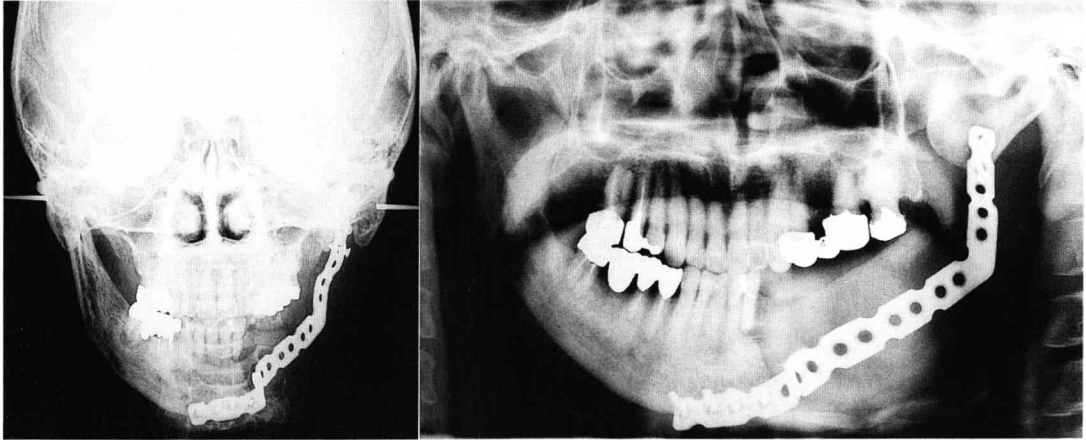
Postanterior and panoramic radiographs showing the fixation bending a metallic plate 3 years after operation. The patient with cancer of the left lower gum underwent major segmental resection of the mandible. A mandibular reconstruction was immediately performed using an angled type of the titanium plate with myocutaneous flap.
